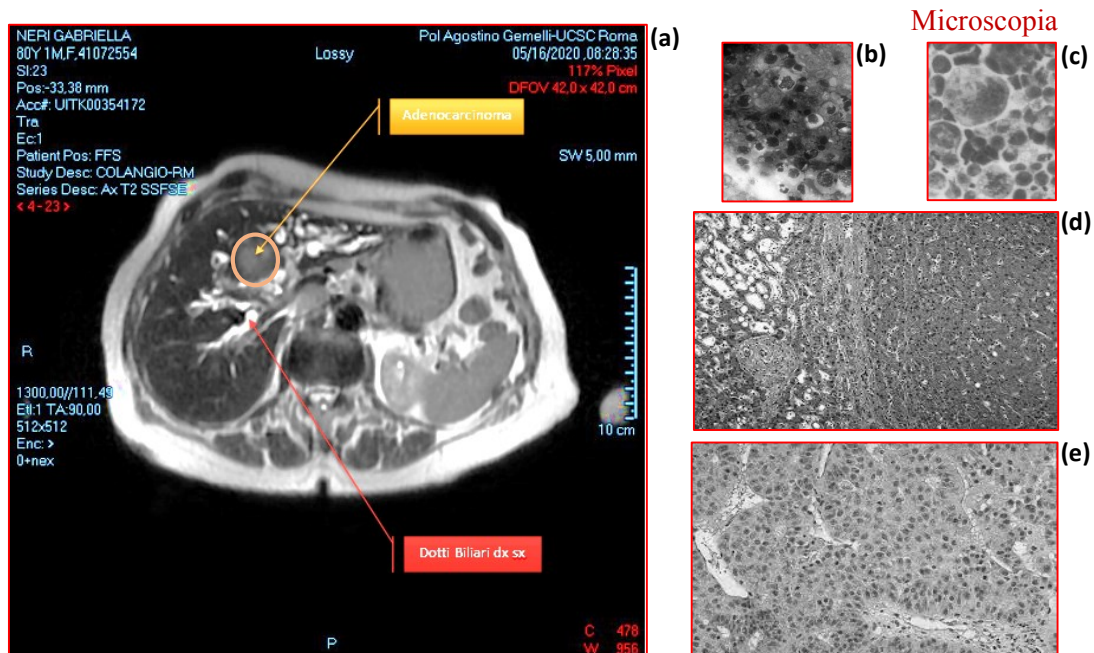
Colangio-RM, Istopatologia di Adenocarcinoma infiltrante.
